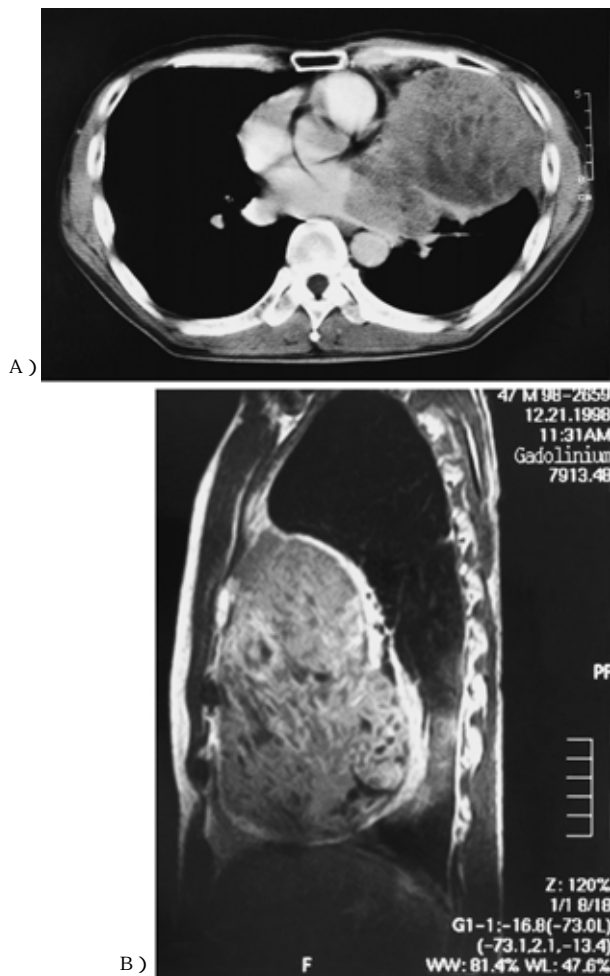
Chest CT A) and MRI B) films after 2 courses of chemotherapy show a reduction rate of 11%.
